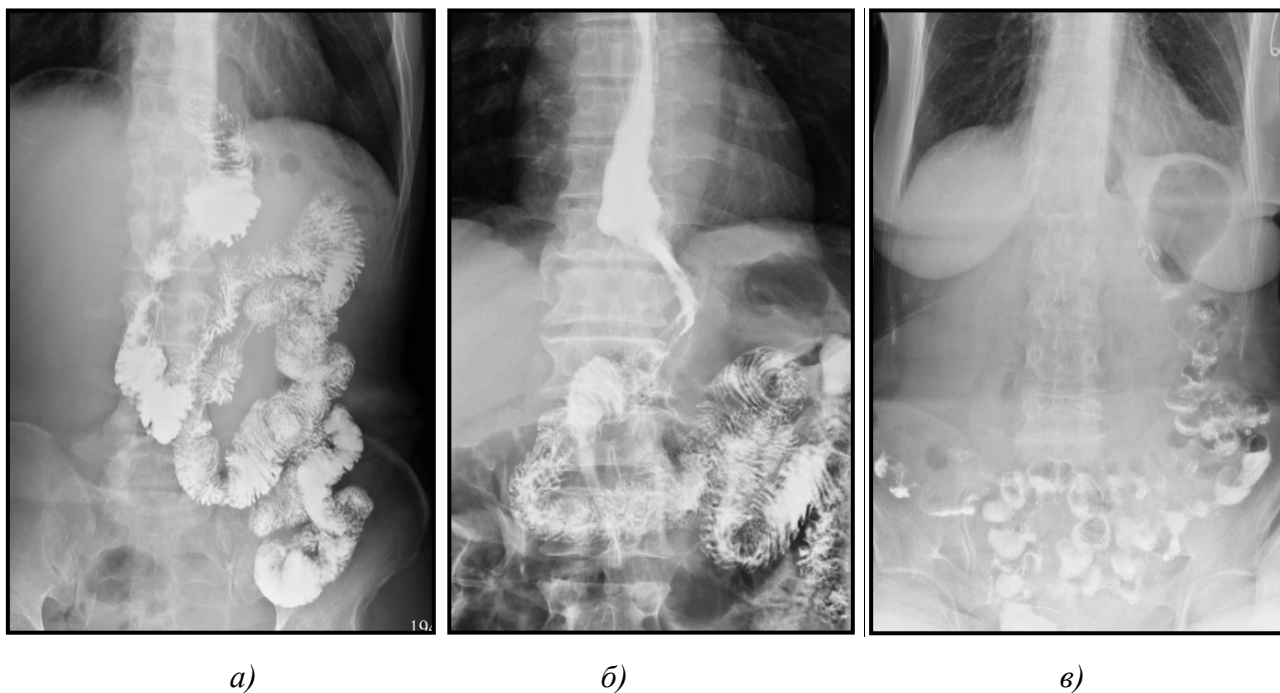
Рентгенограммы пассажа контраста по петлям кишечника в отдаленном периоде после реконструктивных операций: а) резервуарной ЕГП; б) кологастропластики; в) дистальной ререзекции по Бильрот-I.
